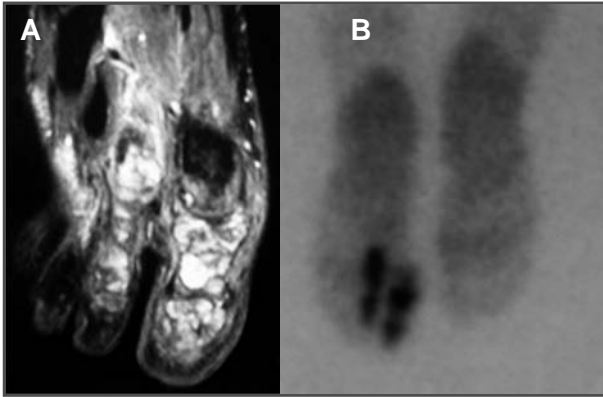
RM del pie izquierdo. 2B. Gammagrafía ósea del pie izquierdo.
